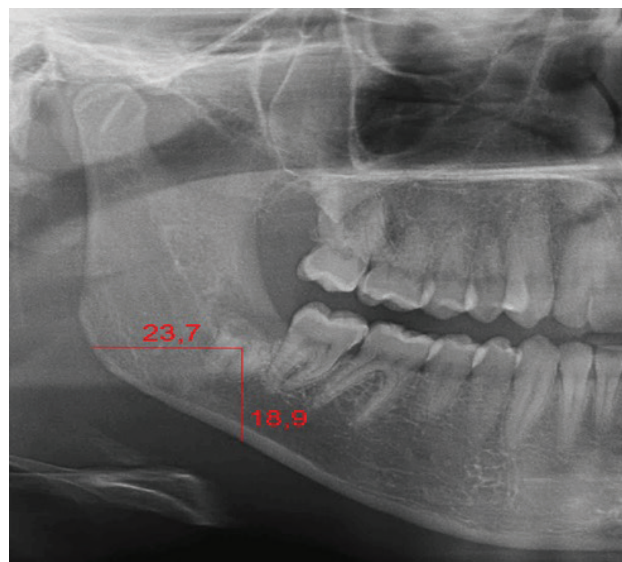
Radiografia panorâmica com medidas horizontais e verticais para mensuração do posicionamento radicular a partir da região de furca. Fonte: Próprios autores.
